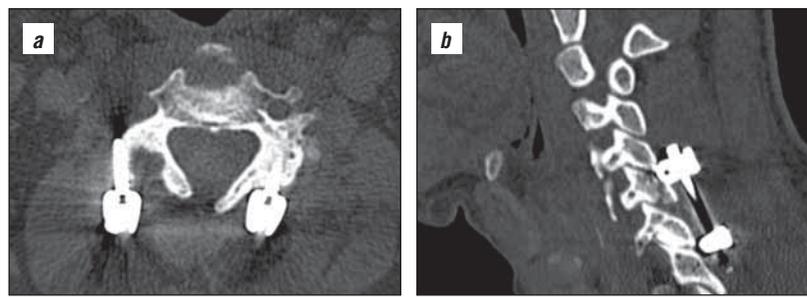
МСКТ ШОП: а – латеральная мальпозиция винта в БМ С6-позвонка справа; б – интраартикулярная мальпозиция винта в БМ, винт располагается в полости сустава С6–С7
